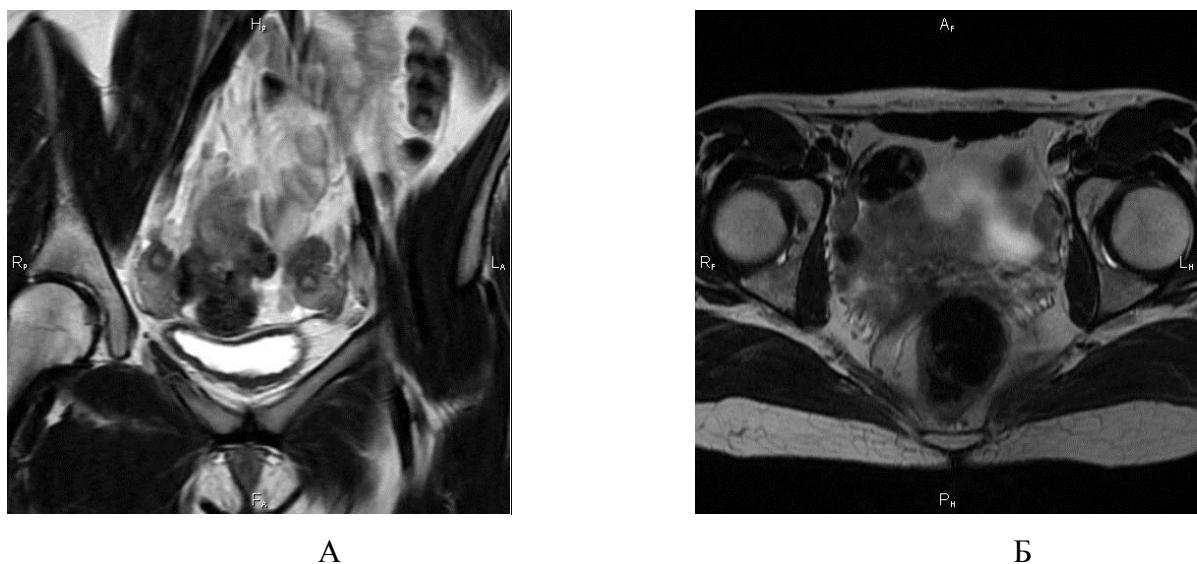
МРТ. У боковых стенок малого таза определяются рудиментарные функционирующие рога матки с четкими ровными контурами размерами около 30 мм - правый и левый рога матки с признаками функционирования (А) и без признаков функционирования (Б).
